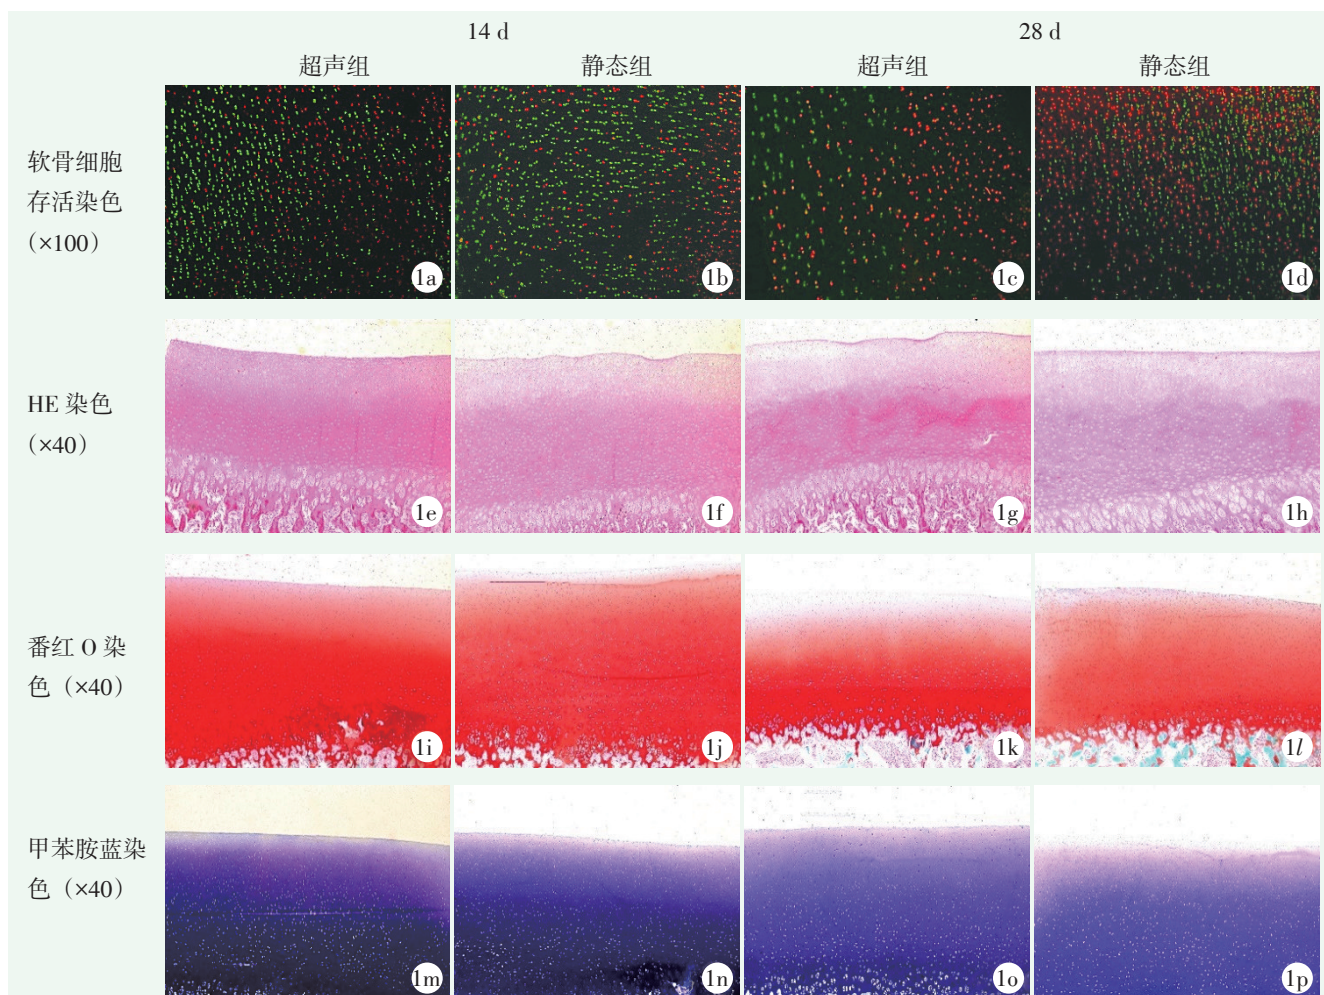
连续低强度超声对骨软骨体外保存的影响形态观察。1a~1d: 软骨细胞存活染色示超声处理和未处理骨软骨 14、28 d 时软骨细胞存活情况；1e~1h: HE 染色示超声处理和未处理骨软骨 14、28 d 时组织形态结构变化情况；1i~1l: 番红 O 染色示超声处理和未处理骨软骨 14、28 d 时组织结构和基质中蛋白多糖的含量和分布；1m~1p: 甲苯胺蓝染色示超声处理和未处理骨软骨 14、28 d 时组织形态结构和基质中蛋白多糖的含量和分布。
